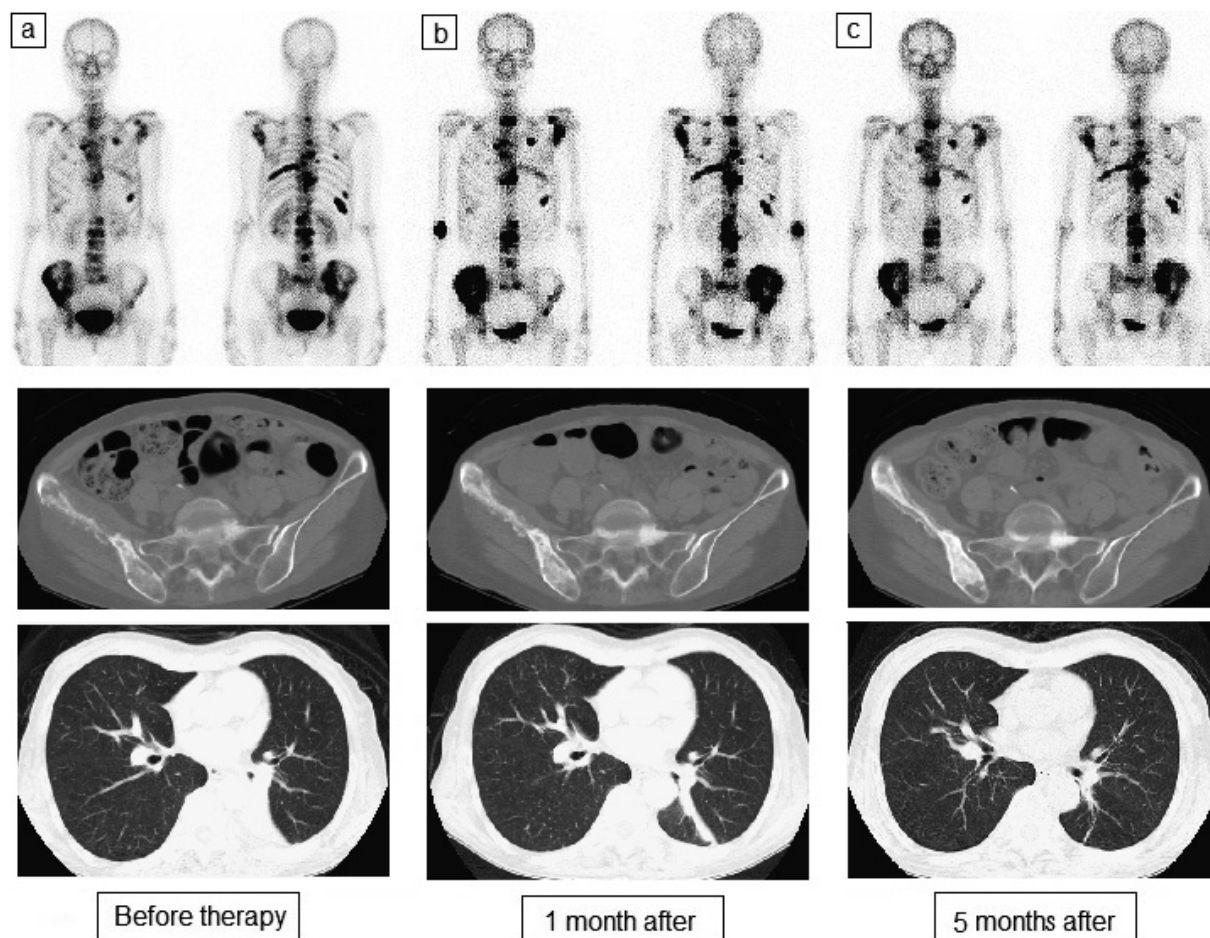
Changes in bone scintigraphy, pelvic CT and chest CT findings in case 1. (a) Before gefitinib therapy. (b) Bone scintigraphy performed one month after therapy showing greater uptake in each metastatic spot. The paired pelvic CT image shows osteosclerotic changes in the right ilium, and the chest CT image shows an improvement in the left lower lobe atelectasis. (c) Bone scintigraphy performed five months after therapy showing an improvement in tracer uptake. The paired pelvic CT image shows more osteosclerosis, and the chest CT image shows the absence of atelectasis.
